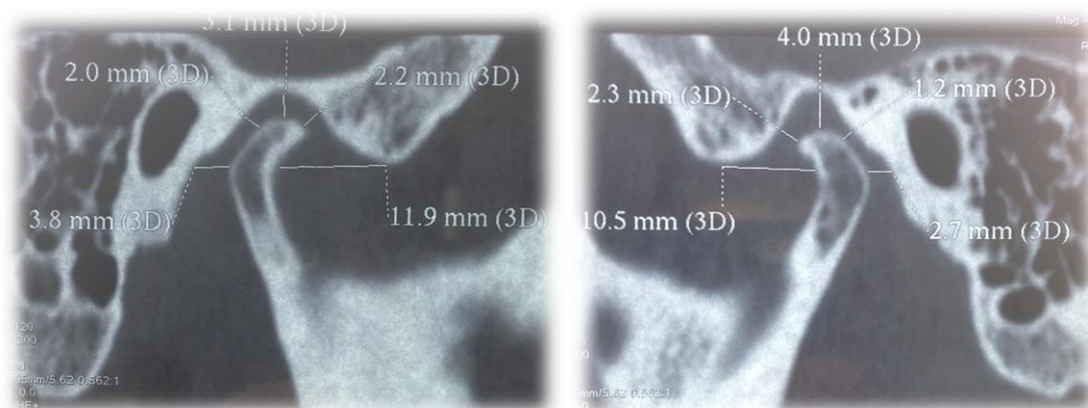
Компьютерная томограмма ВНЧС пациента А., 60 лет полученная в центральной окклюзии, которая определялась при помощи авторского метода
